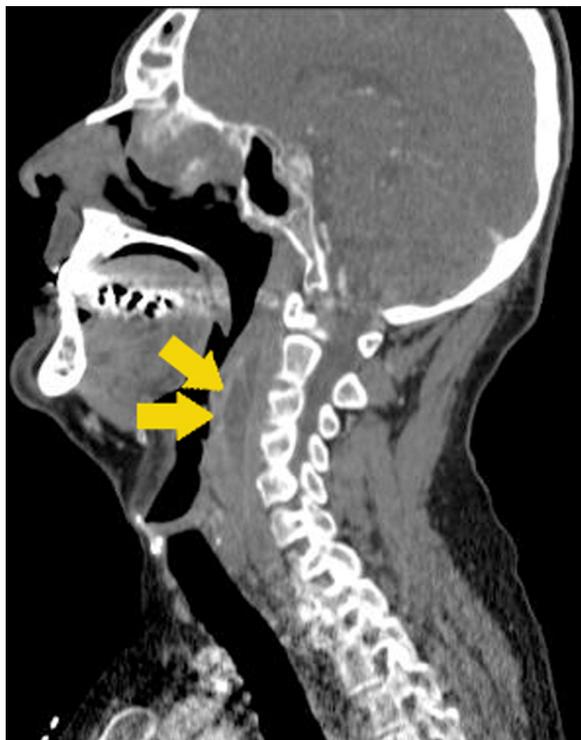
TDM injectée du patient présentant un abcès dans l'espace rétropharyngé d'un diamètre de 6 cm dans le grand axe (flèches jaunes).
